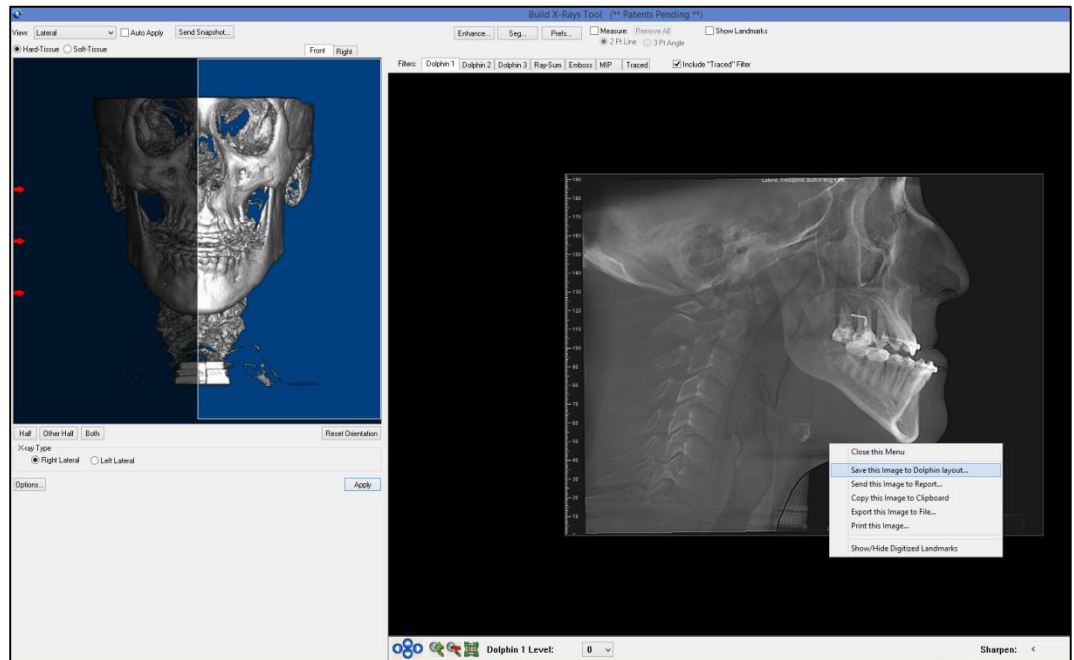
Utilização da reconstrução 3D e da ferramenta *Build X-Rays Tools* para gerar a telerradiografia norma lateral.
